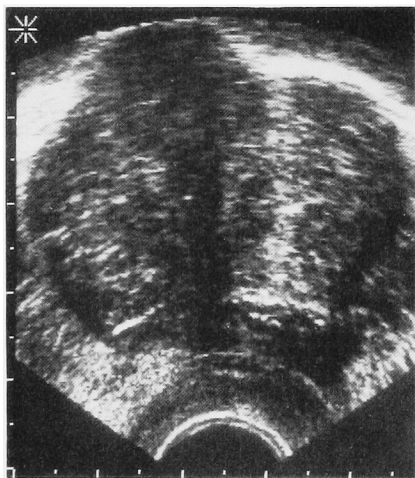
Transrectal ultrasound: A large homogeneous echoic area is seen on the transverse ultrasound in the left aspect of fibromuscular stroma.
